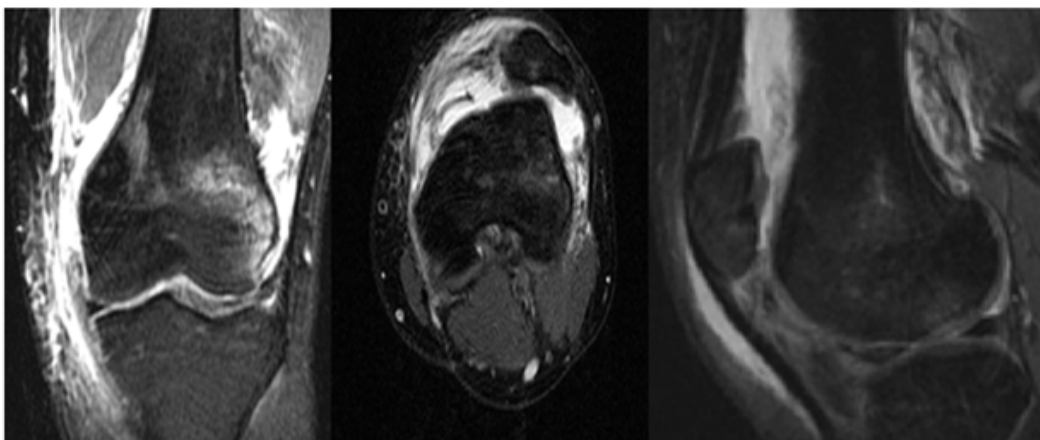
Resonancia magnética de rodilla izquierda donde se defectó condral >15mm en cóndilos femorales
